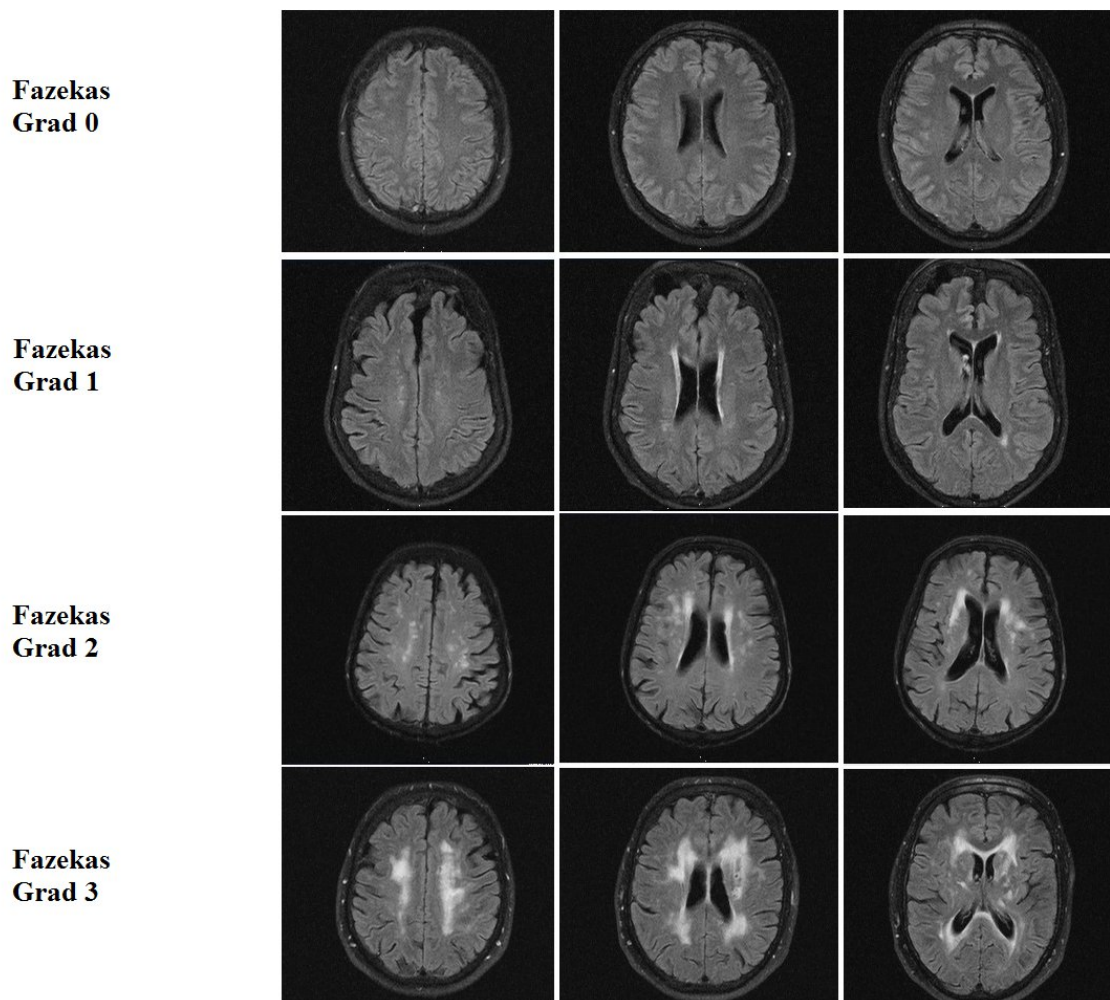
Schweregrade der Veränderungen der weißen Substanz in axialen MRT FLAIR-Bildern bewertet nach modifiziertem Fazekas Score (19).
